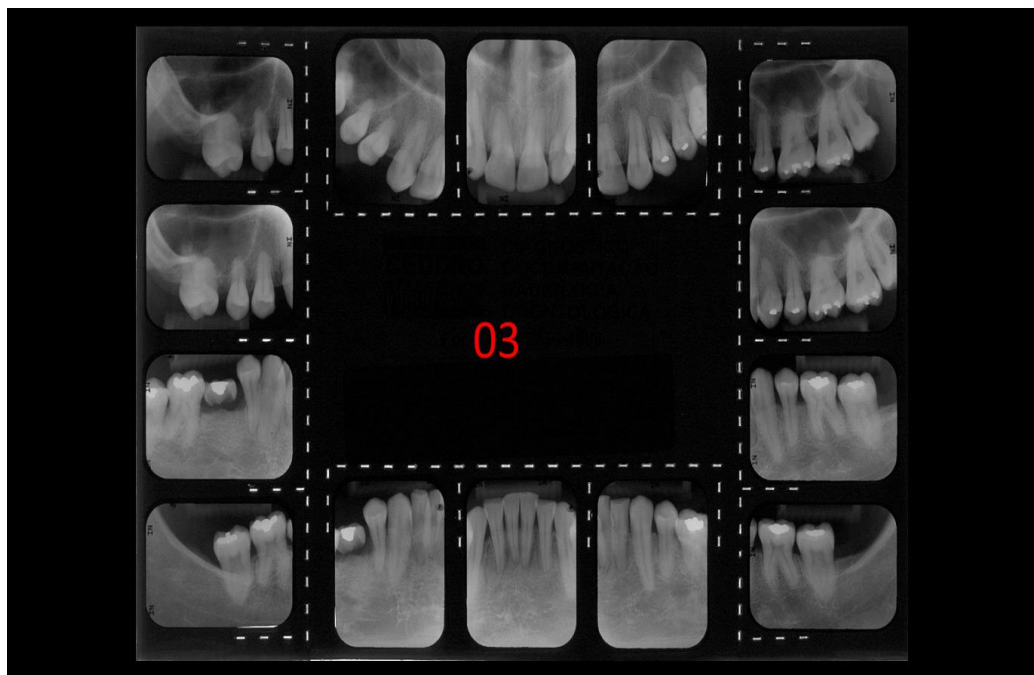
Radiografia digital
